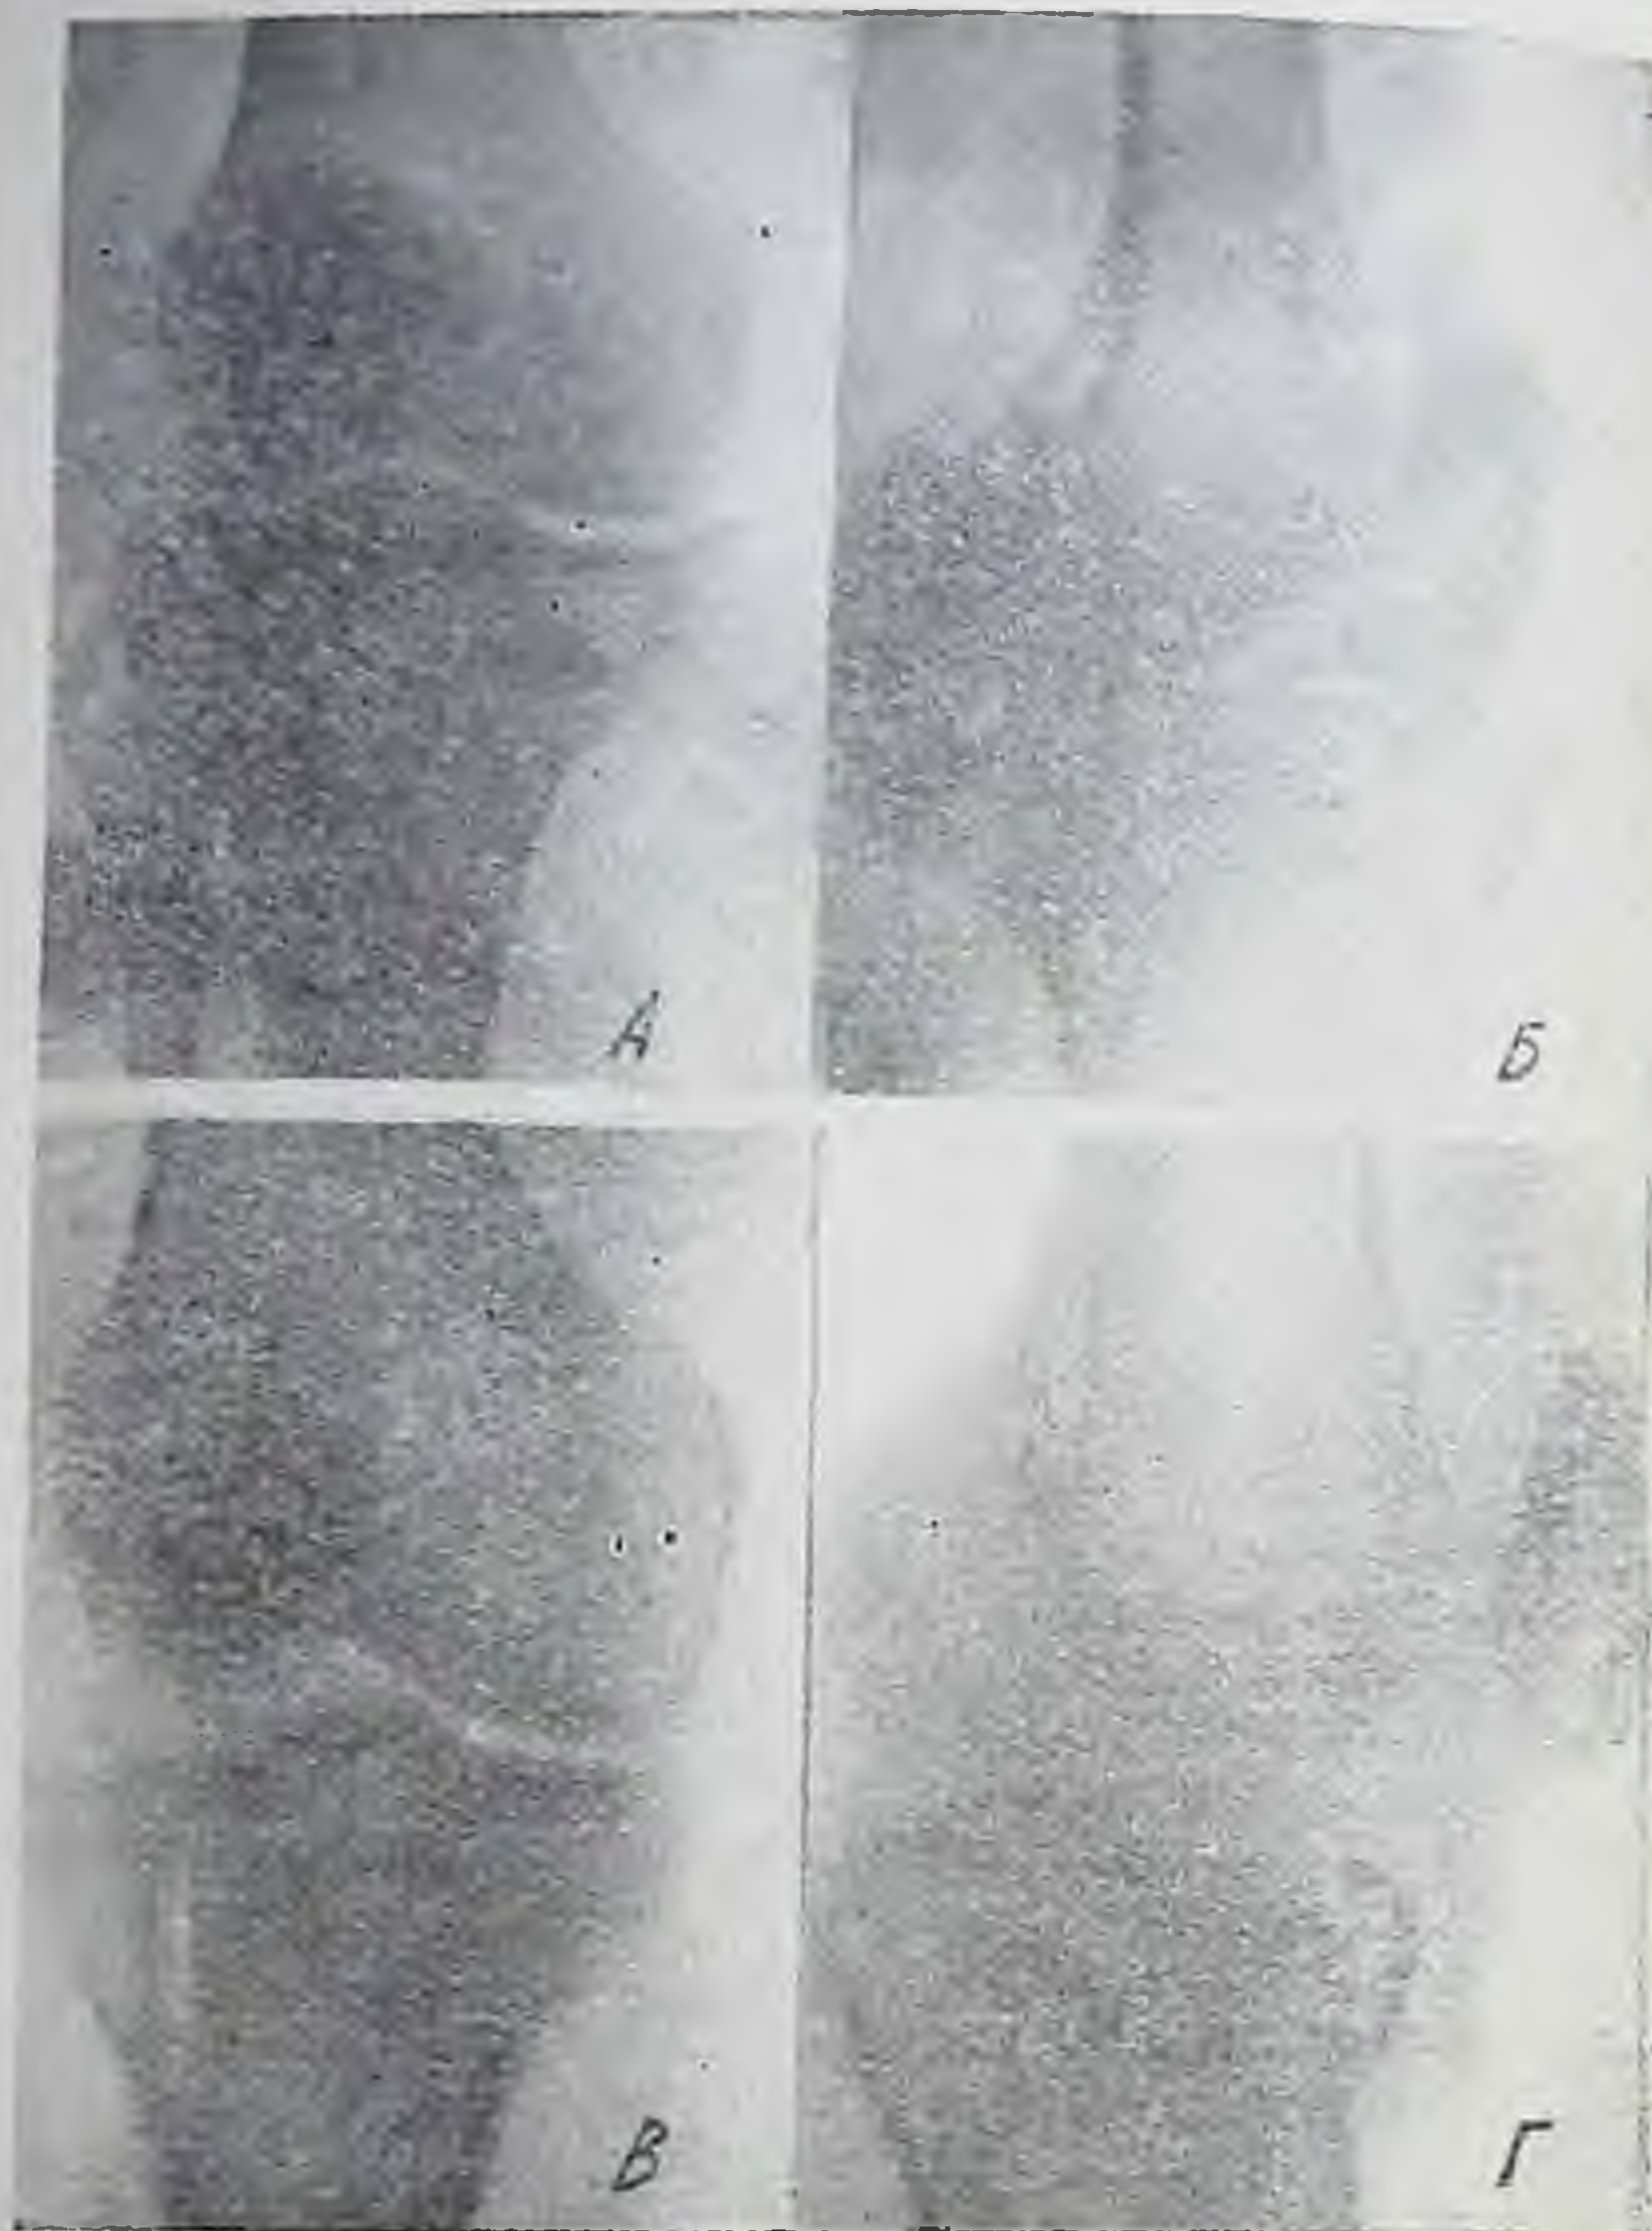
Больная М. Внутрисуставной перелом правого колена на обзорных снимках и на томограммах.
